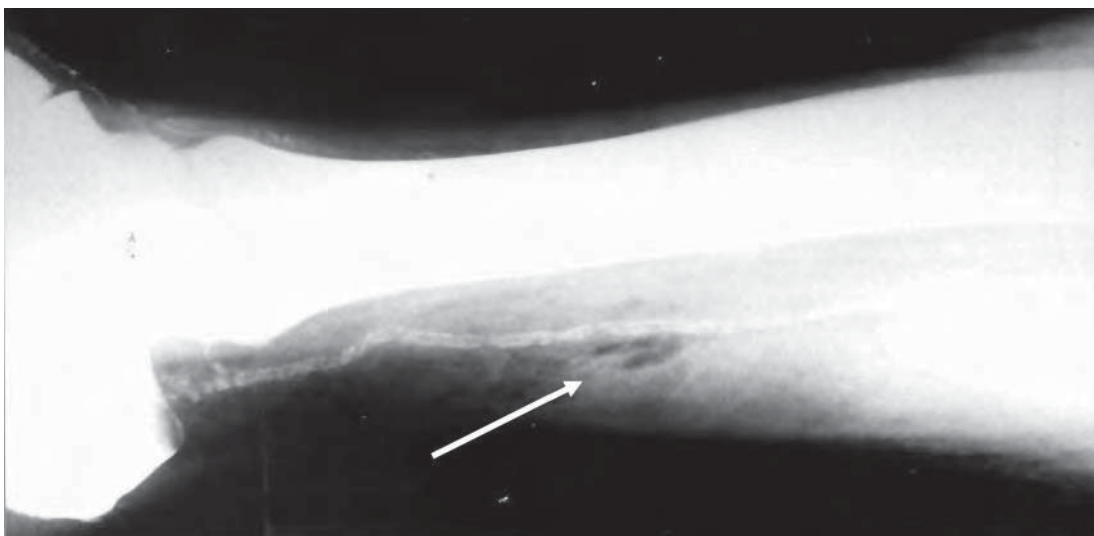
/3.- Radiografía de pierna de paciente con gangrena gaseosa espontánea. Se observa la calcificación de la arteria tibial posterior, lo que determina un severo síndrome isquémico, y la presencia de gas en los tejidos blandos (flecha).
